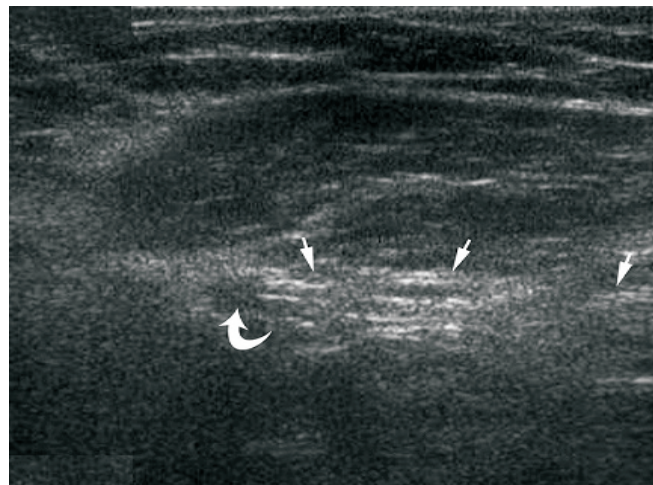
Examinarea ultrasonografică a mm .drepti abdominali. Imagine longitudinală b. Imagine transversală
